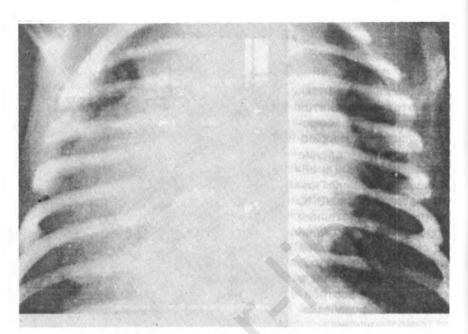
Рентгенограмма органов грудной клетки новорожденного ребенка с декстрокардией
